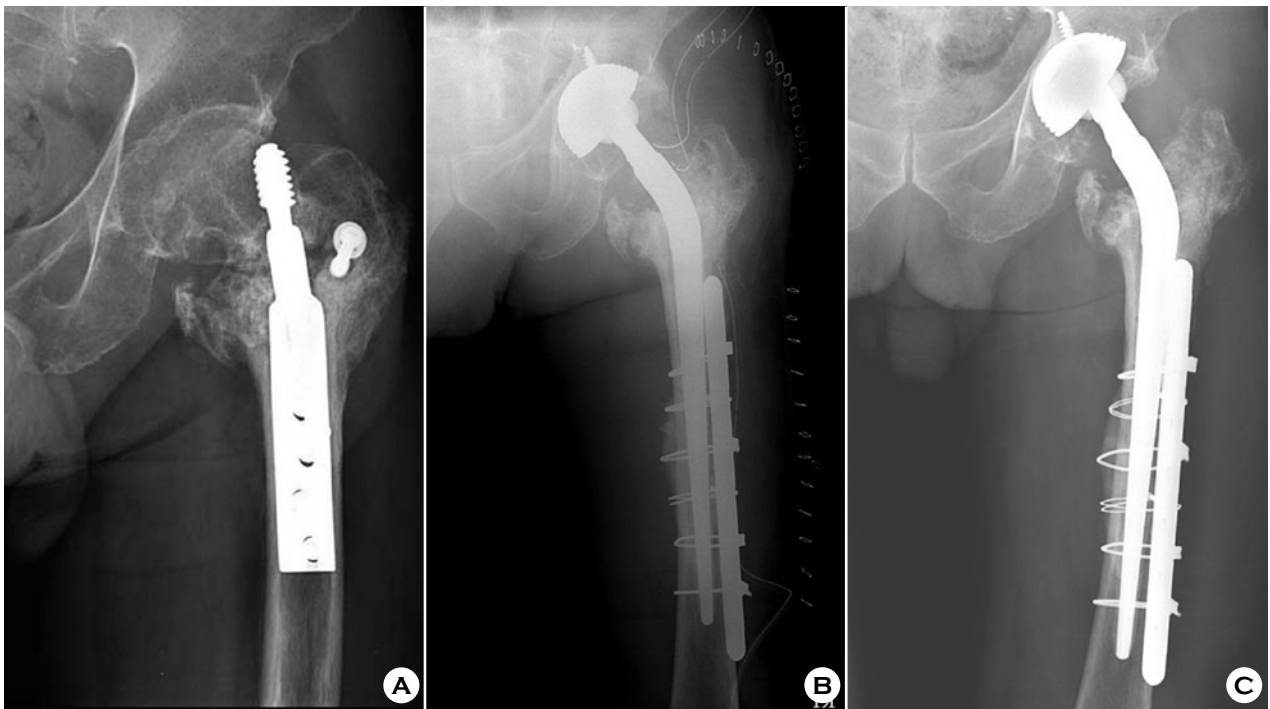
(A) Case #3, 64/M, POD #1yr, failed internal fixation with cutting out. (B) Post OP X-ray, treated with total hip arthroplasty with long stem and side plate. (C) POD #1yr, 1 cane ambulation.
